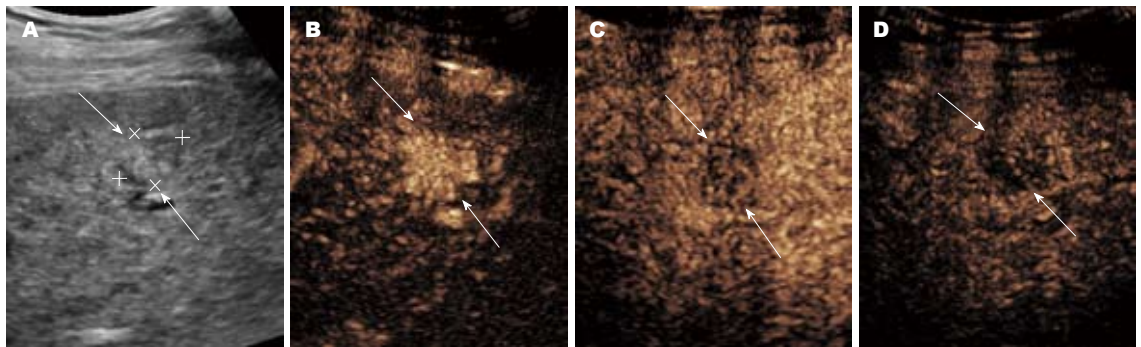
小肝癌超声造影表现. A: 右前叶下段大小为1.7 cm × 1.3 cm的弱回声结节, 边界较清楚, 形态较规则; B: 动脉期病灶呈整体均匀增强; C: 门脉期病灶开始消退呈低增强; D: 延迟期病灶整体消退呈低增强。
